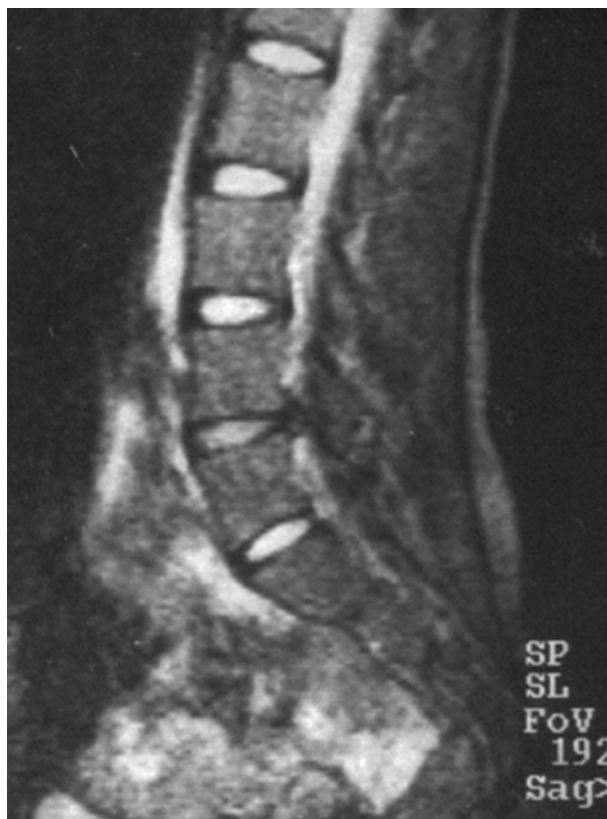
МР-томограмма пояснично-крестцового отдела позвоночника пациентки Г., 30 лет. Латеральная грыжа $L_{IV}-L_V$ межпозвонкового диска справа (6 мм), 10 дней до операции
